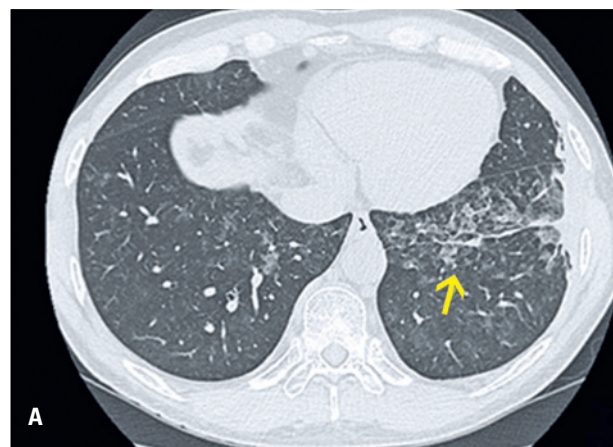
Homem, 50 anos, assintomático, realiza o exame para *check-up*. Tomografia computadorizada (A) Em plano de corte axial (B) Reformatação coronal: múltiplas opacidades alveolares em vidro fosco em ambos os pulmões, predominantemente centrolobulares nos campos inferiores. Os achados se mantiveram no exame de controle em 3 meses, tendo sido realizada a biópsia, e o diagnóstico definitivo foi de pneumonia lipóidica
